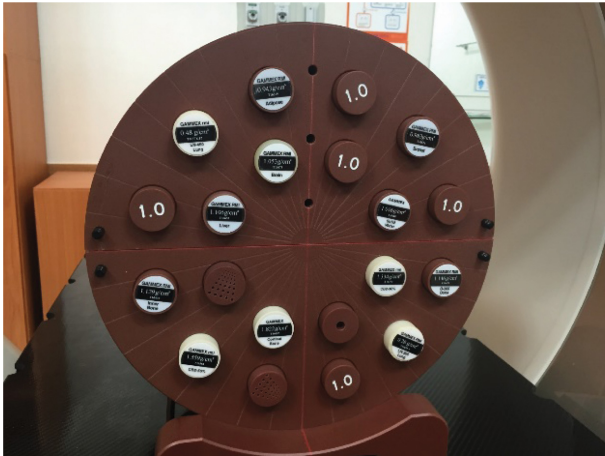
(Color online) The electron density CT phantom of GAMMEX RMI 467.
